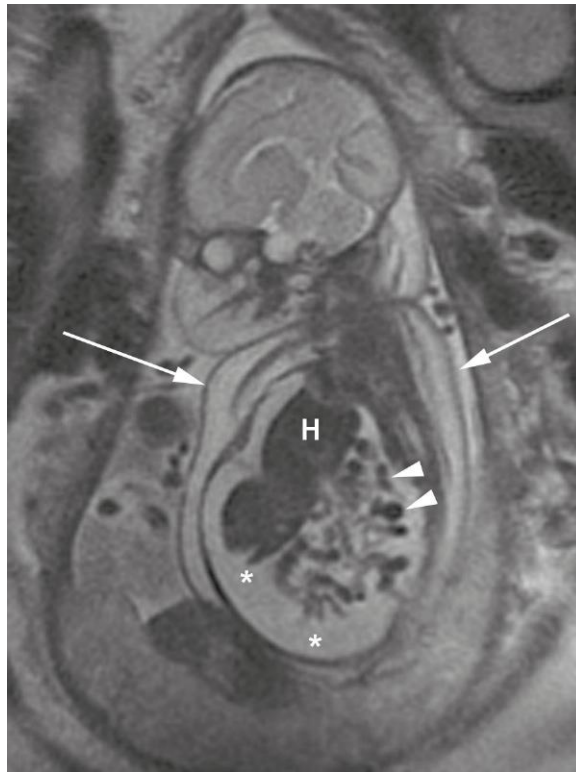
Imagen de resonancia magnética coronal de un feto con hernia diafragmática congénita derecha. Se puede observar el hígado (H) y las asas del intestino delgado (puntas de flecha) en la cavidad torácica. Hay ascitis (*), es decir, una acumulación de líquido seroso en la cavidad peritoneal, que se extiende hasta la cavidad torácica; también se puede observar el engrosamiento de la piel (flechas). (Por cortesía de la doctora Deborah Levine, directora de Ecografía Obstétrica y Ginecológica, Beth Israel Deaconess Medical Center, Boston, MA.)
